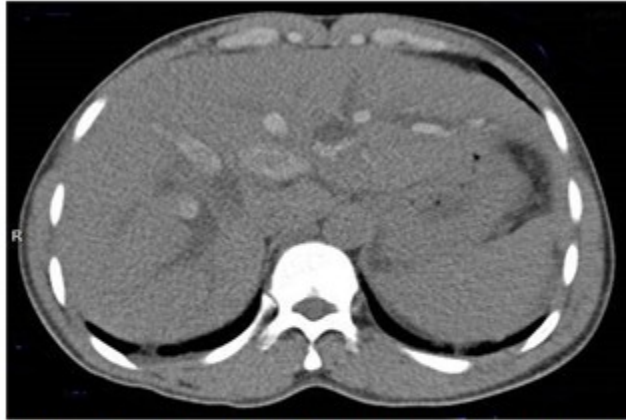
Tomografía axial computarizada de abdomen, vista axial a nivel hepático sin contraste
